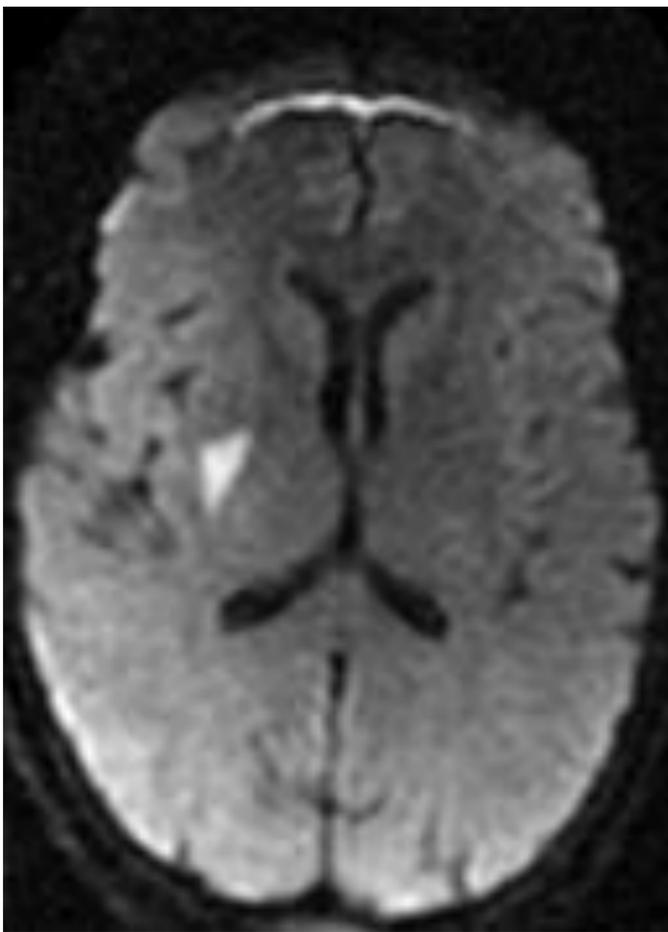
Corte axial de secuencia de difusión de la RM del paciente anterior. Se confirma alteración de la misma en núcleo lenticular derecho.
